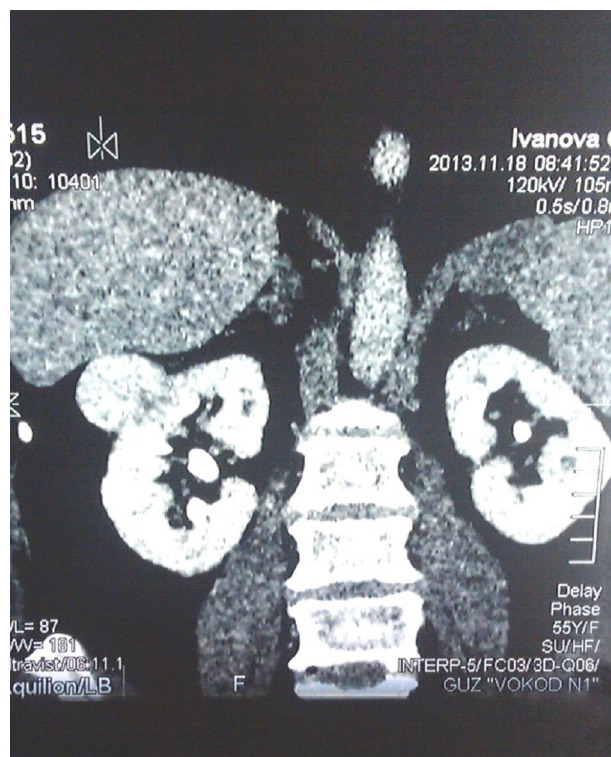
КТ почек с опухолью в верхнем сегменте справа
